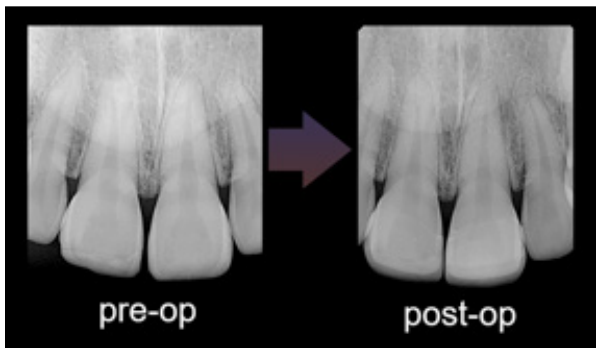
접착 후 촬영한 x-ray와 구내사진.
